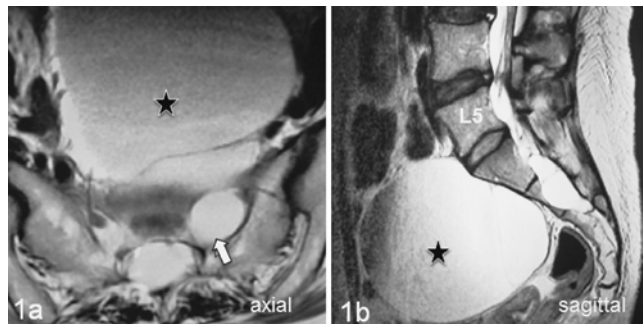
T2-weighted axial (1a) and sagittal (1b) MR images depict wide sacral cyst (★) extending into pelvis.
